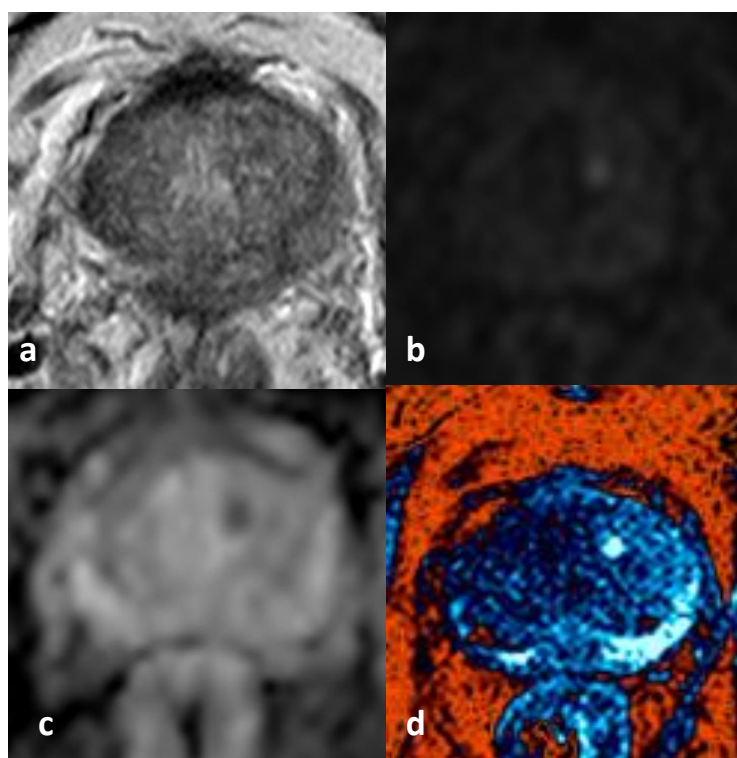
RM de estadiamento num doente com 71 anos. a) Imagem T2w próstata a demonstrar IS heterogênea, sem clara evidência de lesão. b) Imagem DWI em $b2000 \text{ s/mm}^2$ visualiza-se uma pequena área com ténue hipersinal na GC. c) Mapa ADC estimado com $b50, 2000 \text{ s/mm}^2$ demonstra zona de restrição com hiposinal característico. ADC médio $0.74 \times 10^{-3} \text{ mm}^2/\text{s}$. d) Imagem dinâmica, demonstra pequena zona de captação correspondente à zona de restrição na difusão. Dadas as características pode tratar-se da lesão identificada pela biópsia.
